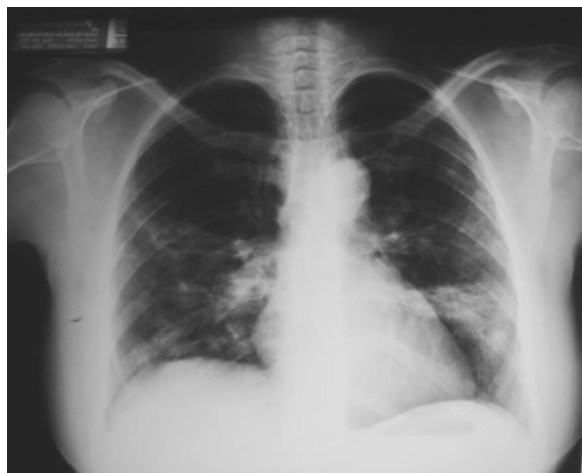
PARACOCCIDIOIDOMICOSE. Radiografia do tórax demonstrando opacidades pulmonares bilaterais comprometendo notadamente os terços médios.
